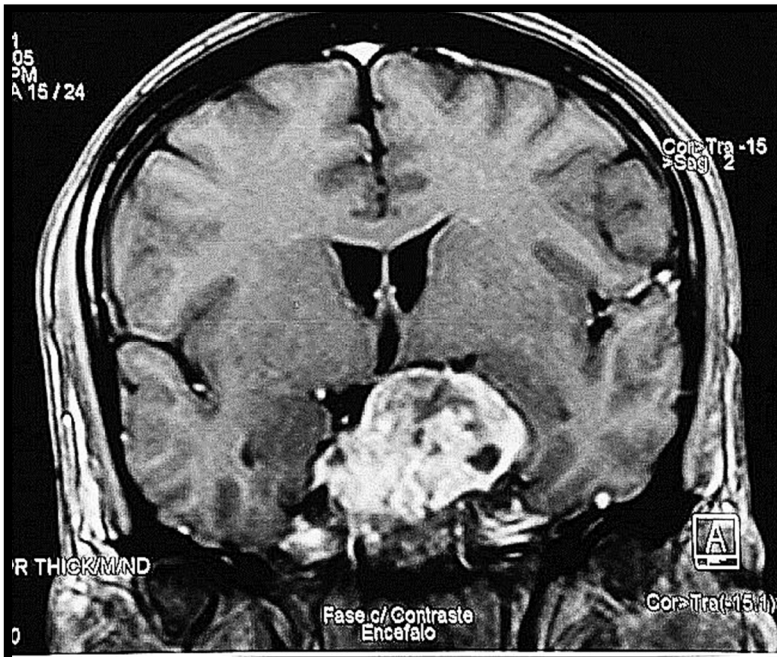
RM corte coronal en T1 con medio de contraste Gadolinio, masa tumoral en la región del clivus, destruyendo silla turca y el seno esfenoidal.
